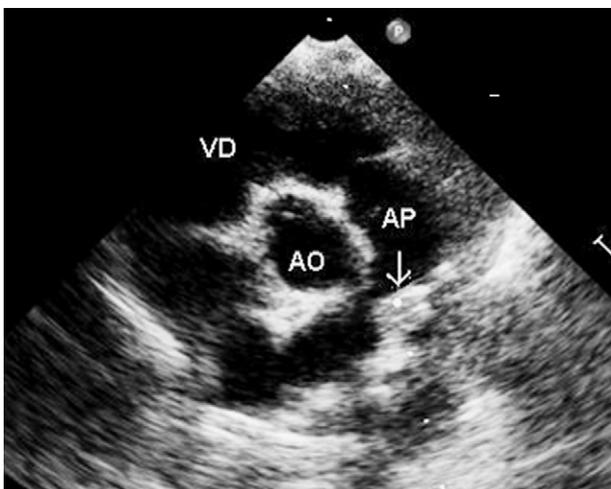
Échocardiographie 2D coupe petit axe. La flèche montre une image hyperéchogène à la bifurcation de l'artère pulmonaire qui correspond à la végétation candidosique. On remarque l'absence de striction sur l'artère pulmonaire due à la disparition du cerclage. AP : artère pulmonaire ; VD : ventricule droit ; AO : aorte.
